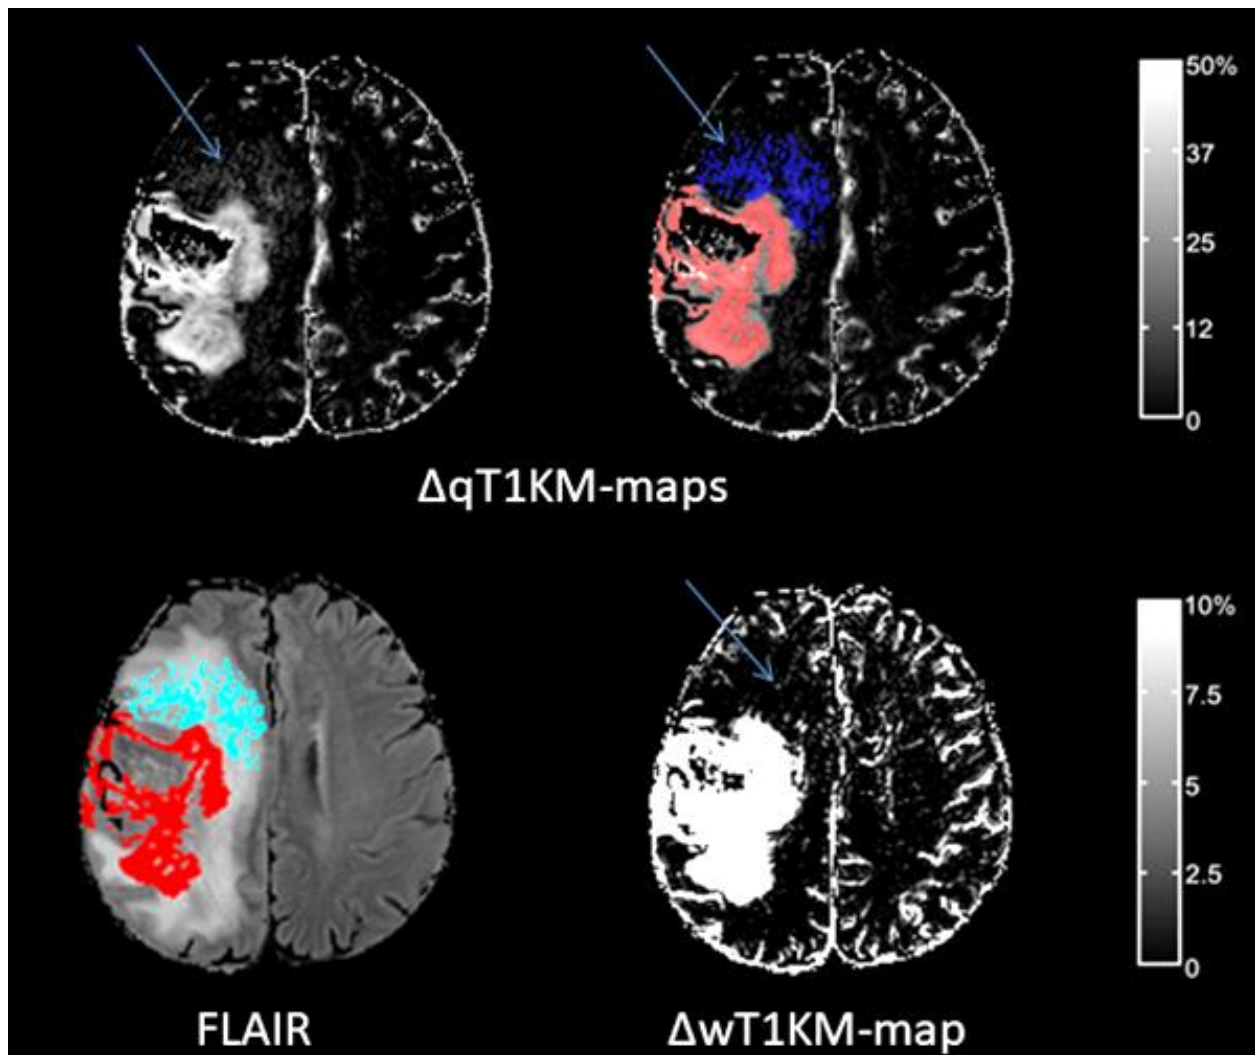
Darstellung der Wolke bei Patient 4; KM = Kontrastmittel; Die $\Delta qT1KM$ -map zeigt nicht nur das Kompartiment des deutlich anreichernden Tumors (rot), sondern auch Läsionen mit wolkenähnlichen flauen Anreicherungen (blau). Die Wolke lag dabei innerhalb aber nicht kongruent in der Zone der FLAIR-Hyperintensitäten. Die Wolke ist nicht sichtbar auf der konventionell T1-gewichteten kontrastmittelverstärkten Subtraktionsmap ($\Delta wT1KM$ -map). Nach der semiautomatischen Volumetrierung wurde die Wolke definiert als T1-Zeit-Verkürzung von 10-50 % nach KM auf der $\Delta qT1KM$ -map.
